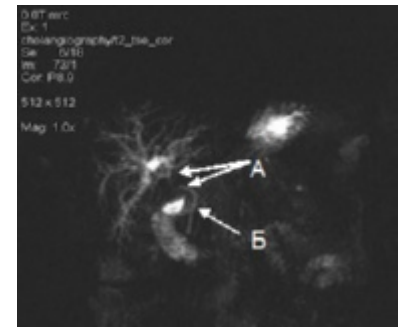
МРТ больной с рубцовой стриктурой желчного протока. Режим T2TSE. А) Уровень стриктуры желчного протока. Б) Дистальный отдел желчного протока.
